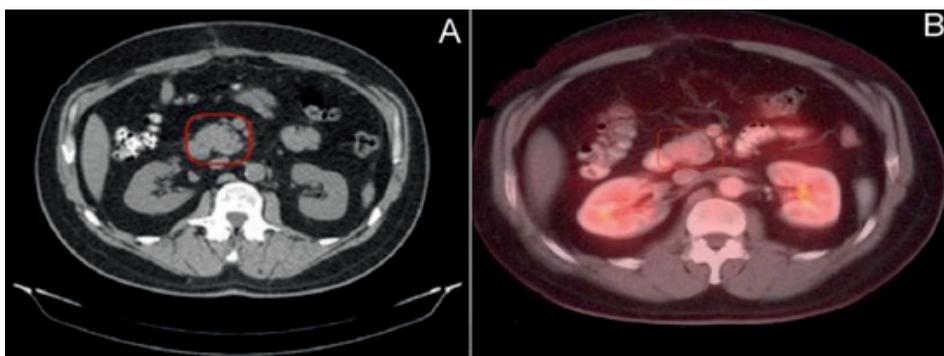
A. TC con contraste, corte axial. Imagen nodular ubicada a la derecha de la arteria mesentérica superior sugestiva de metástasis ganglionares. B. PET/TC-FDG corte axial. Igual imagen sin captación anómala.
